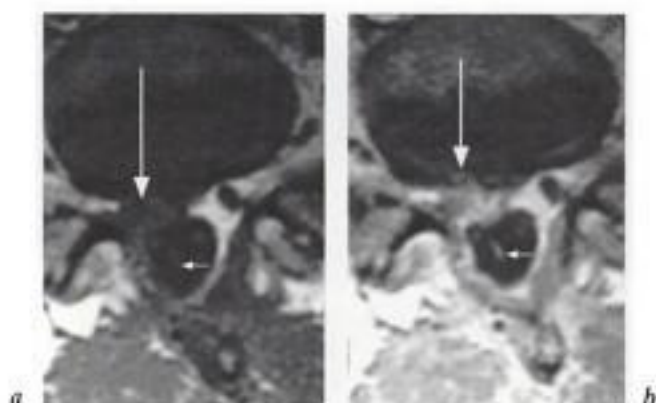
Cicatrice épurale.* IRM en coupe axiale pondérée T1 a) avant et b) après injection IV de gadolinium. Attraction du sac dural à droite, amputation de la graisse épurale antérieure remplacée par le tissu cicatriciel (longue flèche en a). Rehaussement cicatriciel jusqu'au disque (longue flèche en b). La cicatrice exerce un discret effet de masse sur la face antérolatérale droite du sac dural et engaine la racine. Rehaussement radicaire intradural après injection (petites flèches en a et b).
